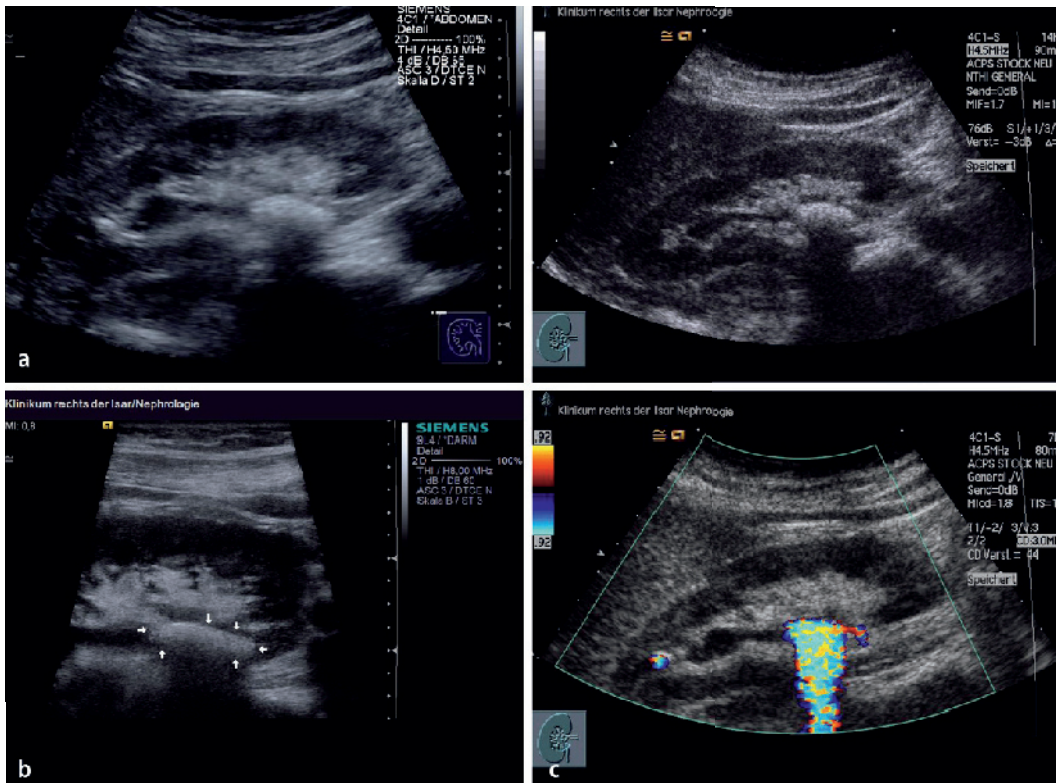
Nierenbeckenstein bei einer 34-jährigen Patientin vor geplanter urologischer Intervention: Konkrement im konventionellen B-Bild-Ultraschall (a) und mit einer höherfrequenten Sonde (b). Das Konkrement führt zu einem deutlichen Schallschatten, nebenbefindlich etwas Flüssigkeit im Nierenbecken. Das Twinkling-Artefakt im Farbdopplerultraschall zeigt das typische Kometenschweifartefakt dorsal des Steins (c), es kommt zudem ein weiteres kleines Konkrement im Kelchsystem des Oberpols zur Darstellung.
